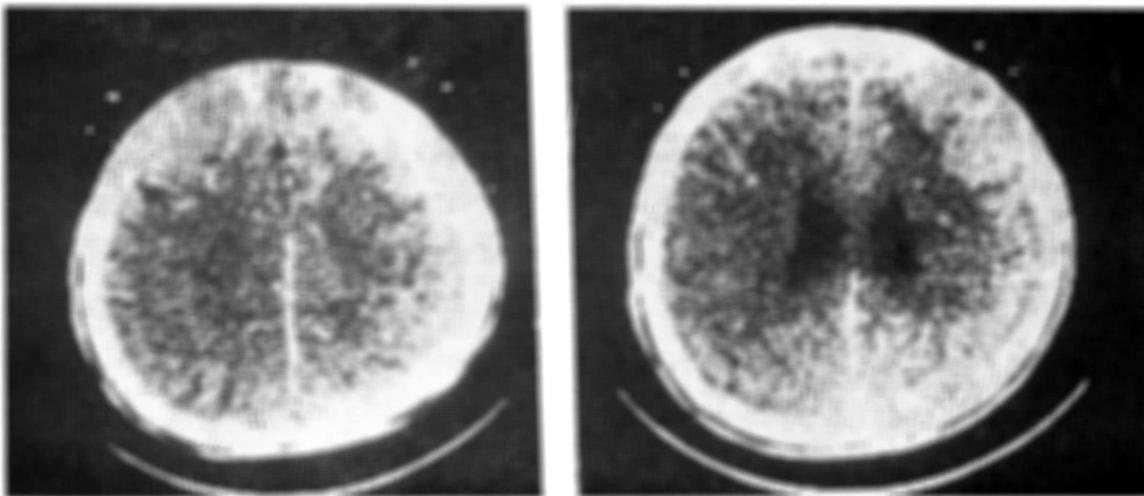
Caso NSF. Tomografia computadorizada de crânio mostrando, à esquerda, discreta atrofia cortical e à direita, imagem de hiper-captção frontal direita.
